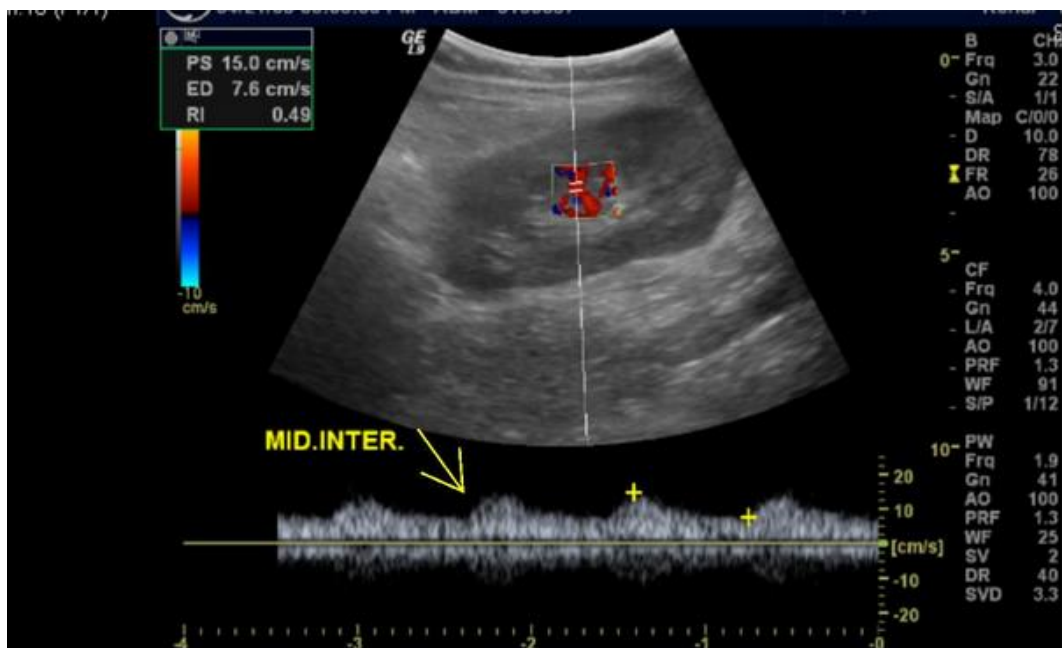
Echodoppler rénal couleur et pulsé: Aspect d'onde de Parvus-tardus au niveau d'une artère inter-lobaire avec amortissement des vitesses systoliques (15cm/s), une diminution des index de résistance (0.49) et un allongement du temps de montée systolique.
